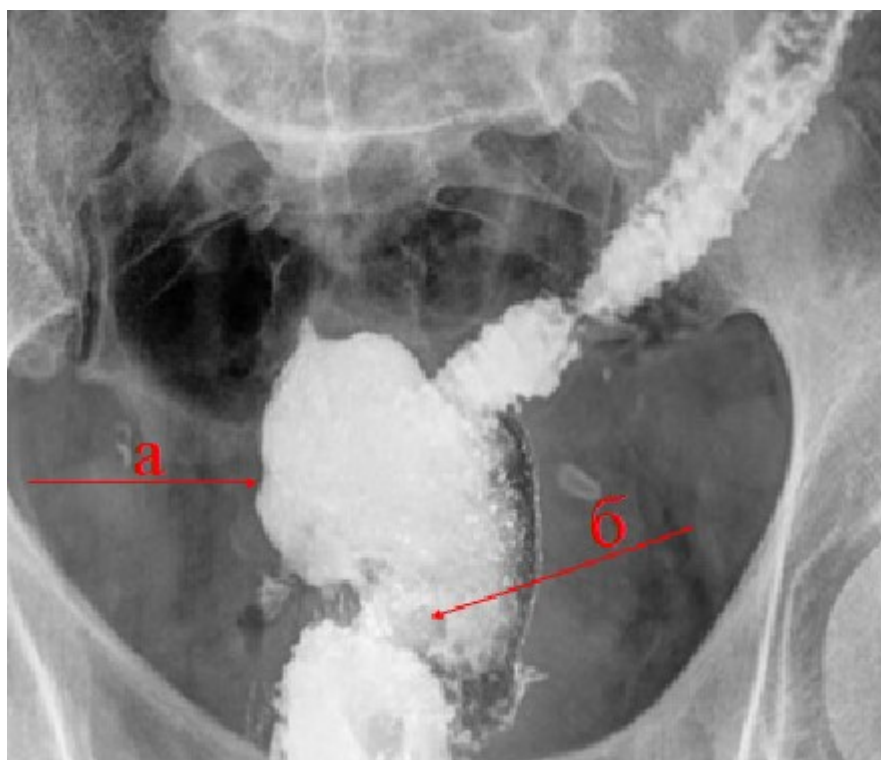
Рентгенограмма: патологическая пресакральная полость на фоне НКА. (Пациент О. 70 лет, Рак прямой кишки на 9 см рТ2N1M0.) (а – патологическая пресакральная полость, б – зона анастомоза)
